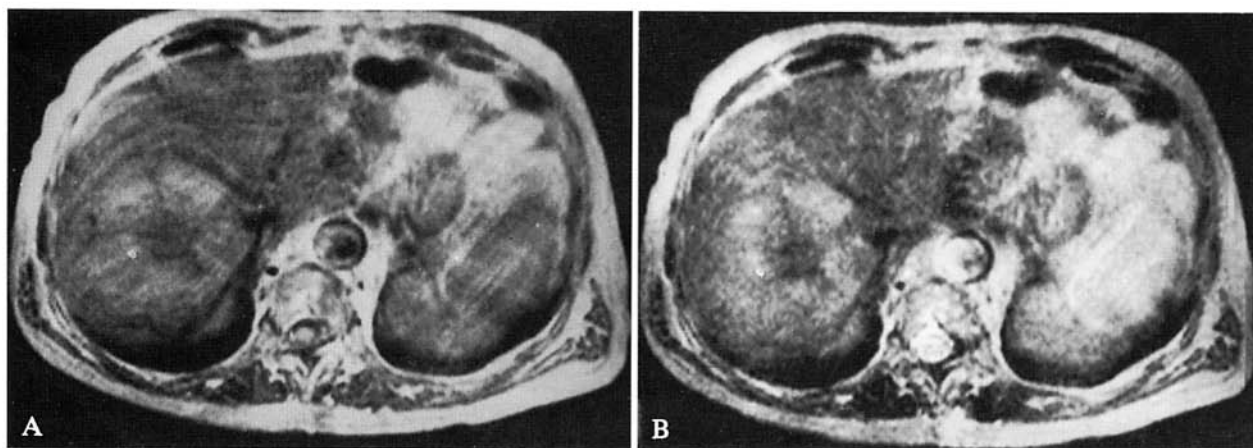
Epatocarcinoma. A, B) Scansioni RM assiali Spin-Echo (TR 1960/TE 50; TR 1960/TE 100 ms). Area centrale stellata con bassa intensità del segnale nelle immagini sia DP (A) sia T2 pesate (B), sostenuta da tessuto connettivo fibroso.
